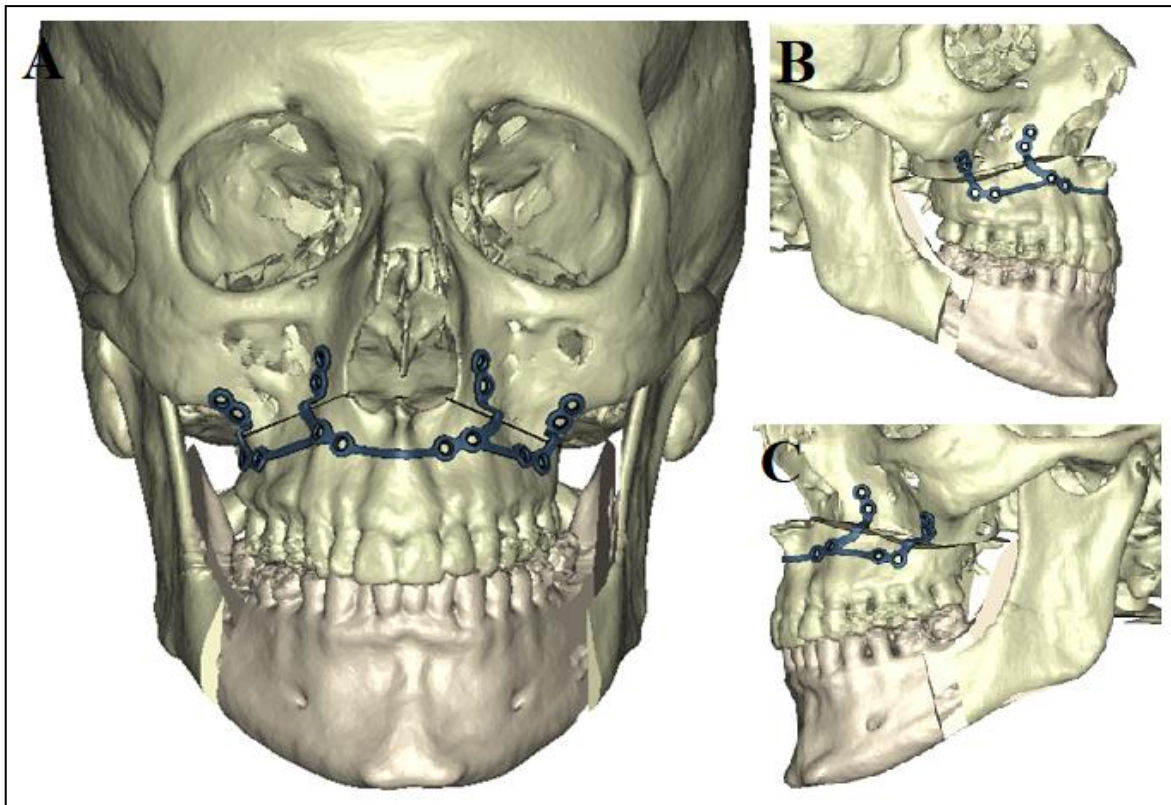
Caso 13. Avance maxilo-mandibular con rotación antihoraria. Planificación virtual de osteotomías maxilar Le Fort I y mandibular bilateral Obwegeser-Dal Pont, y diseño mediante tecnología CAD-CAM de placa personalizada en maxilar superior. Cirugía de modelos sobre mallas dento-cráneo-faciales a partir de tomografía computarizada y modelos de arcadas dentales escaneados, visión frontal (A), lateral derecha (B) y lateral izquierda (C).
